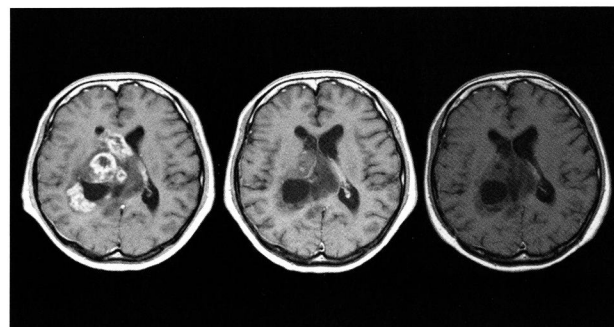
症例1（33歳、女性）のGd-MRI
